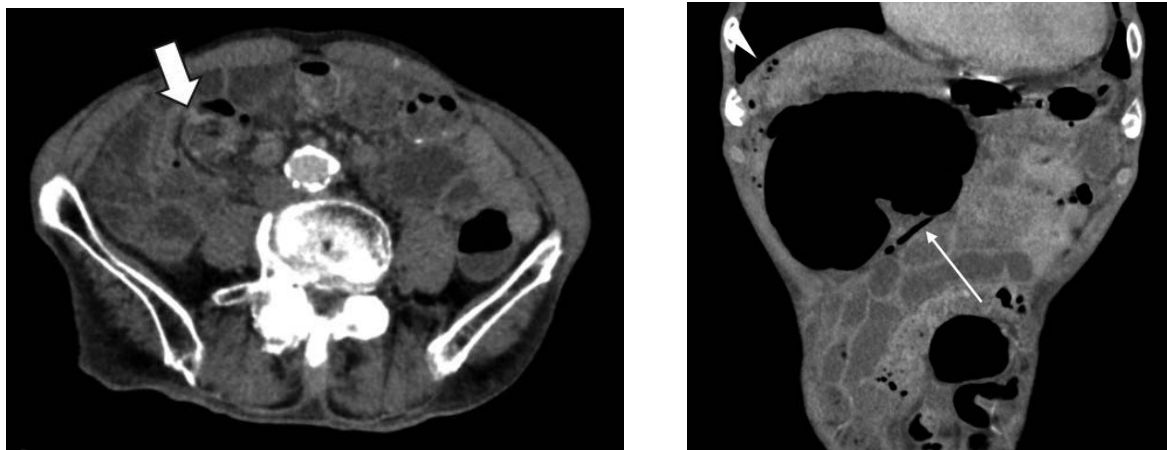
症例1 造影CT水平断像 (a), 冠状断MPR像 (b)
